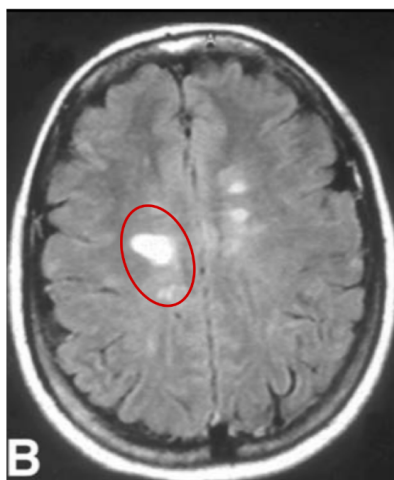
Disseminação espacial e lesões características em FLAIR
